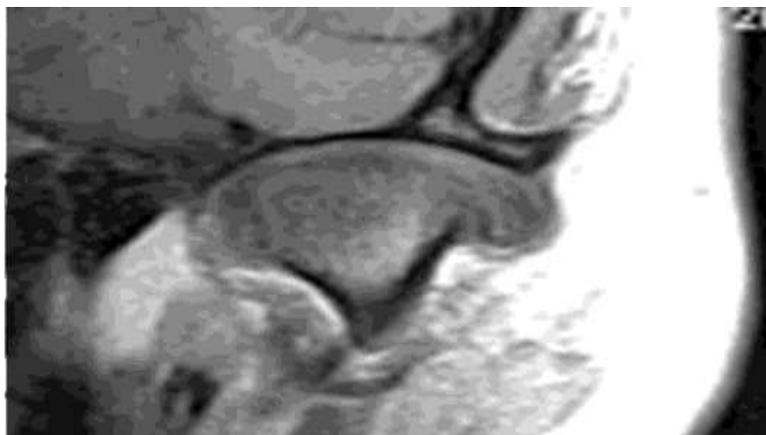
Магнитно-резонансная томография височно-нижнечелюстного сустава в норме: а - в кососагиттальной проекции; б - в косокоронарной проекции
